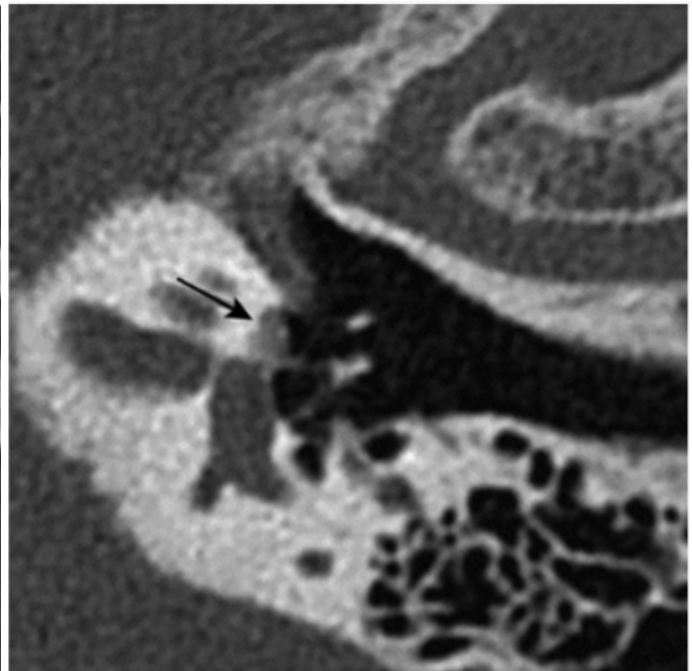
Otospongiose type 2. Coupe TDM double oblique (plan axial stapes) (flèche) [37]
